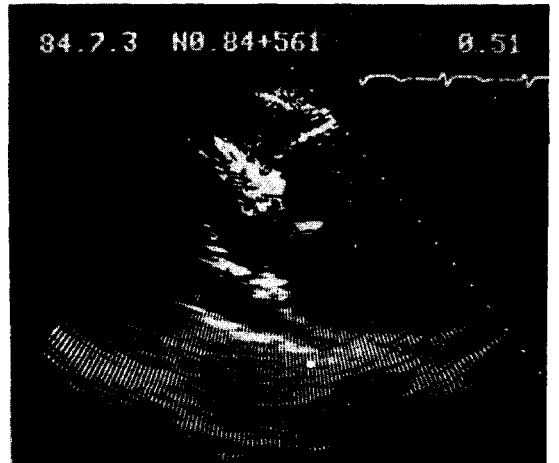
Preoperative echocardiogram (Sector scan, long axis view)
